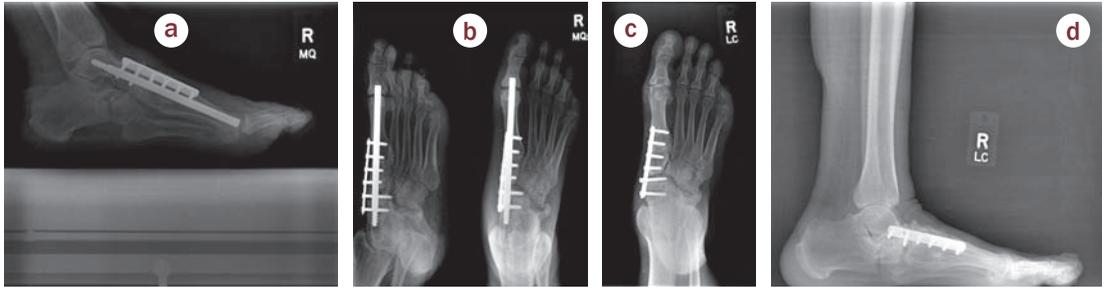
Estabilización completa del pie mediante una fusión medial con un clavillo intramedular colocado a través del primer metatarsiano hasta el retropié y fijado mediante una placa adyacente a las articulaciones. (a) En la imagen lateral, se observa una correcta alineación entre el retropié, el mediopié y el antepié. (b) Al cabo de unos meses, la fijación intramedular empezó a migrar de forma distal hasta la falange proximal del primer dedo. (c) Se extrajo la fijación intramedular. La radiografía al cabo de tres años muestra una estabilidad y alineación satisfactorias. El paciente no ha tenido ningún problema posterior ni colapso del pie. (d) Proyección lateral del caso al cabo de tres años.
